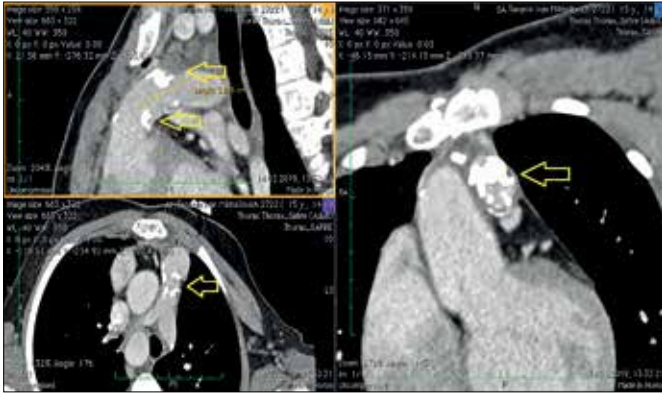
Компьютерная томография органов грудной клетки. Стрелками показан кальциноз кондуита
